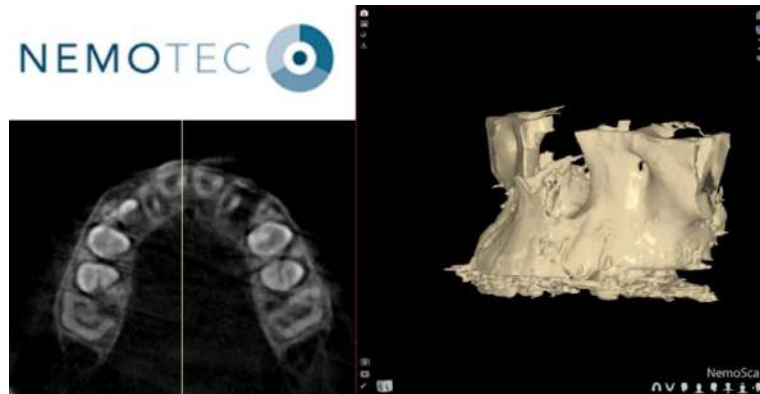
Procesamiento de cbct en el programa Nemotec para convertir el archivo a STL
